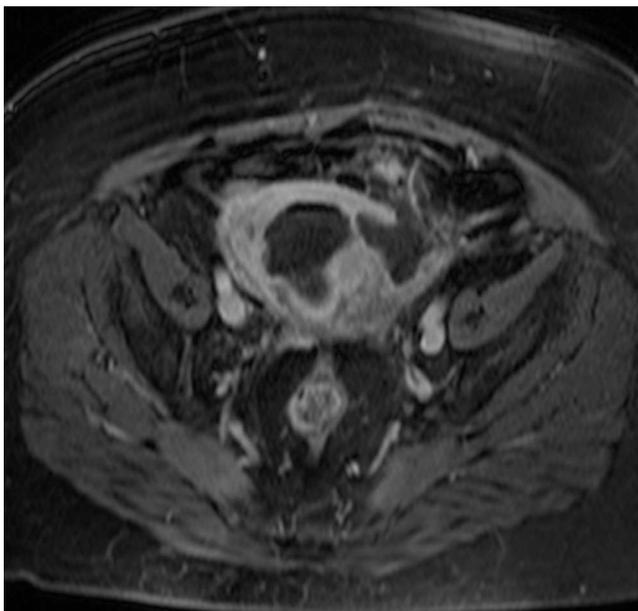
Imagen de RM de eco de gradiente en el plano axial obtenida tras la administración de contraste muestra la presencia de realce en la periferia de ambas colecciones y signos inflamatorios en los planos grasos adyacentes.
